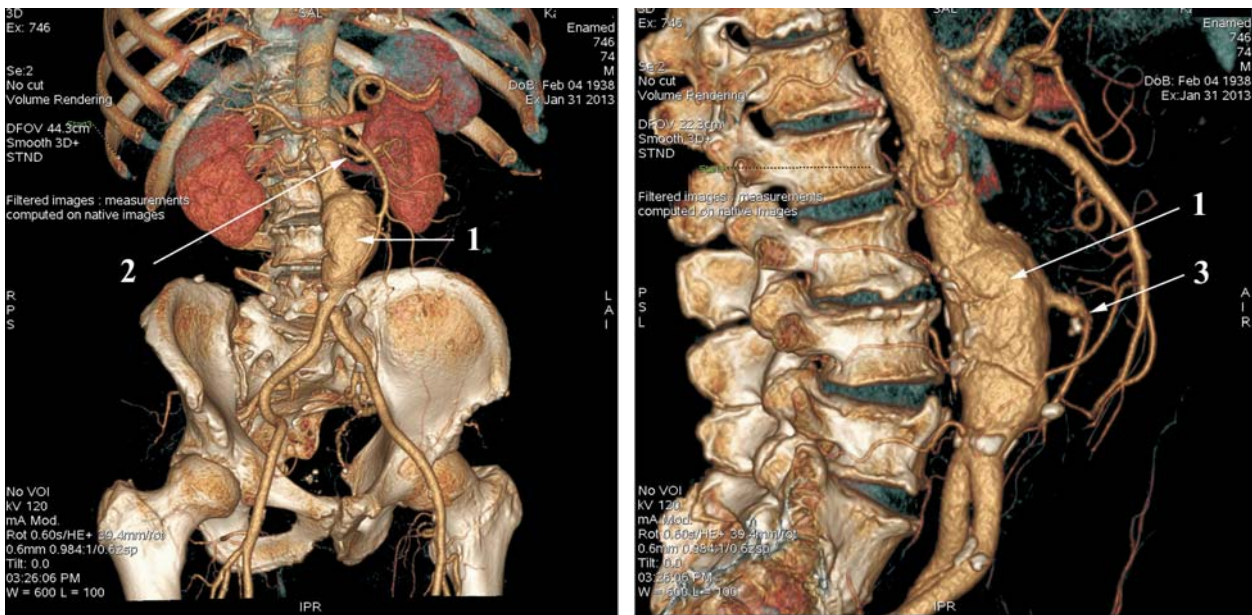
МСКТ больного К., 75 лет. 1 — аневризма инфраренального отдела аорты, 2 — стеноз левой почечной артерии, 3 — атеросклеротический стеноз нижней брыжеечной артерии
